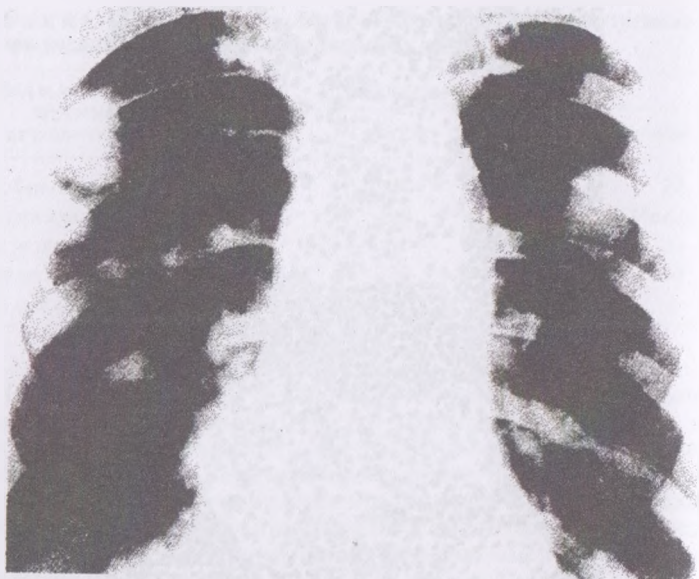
Метастазы рака почки в легких. Рентгенограмма.
